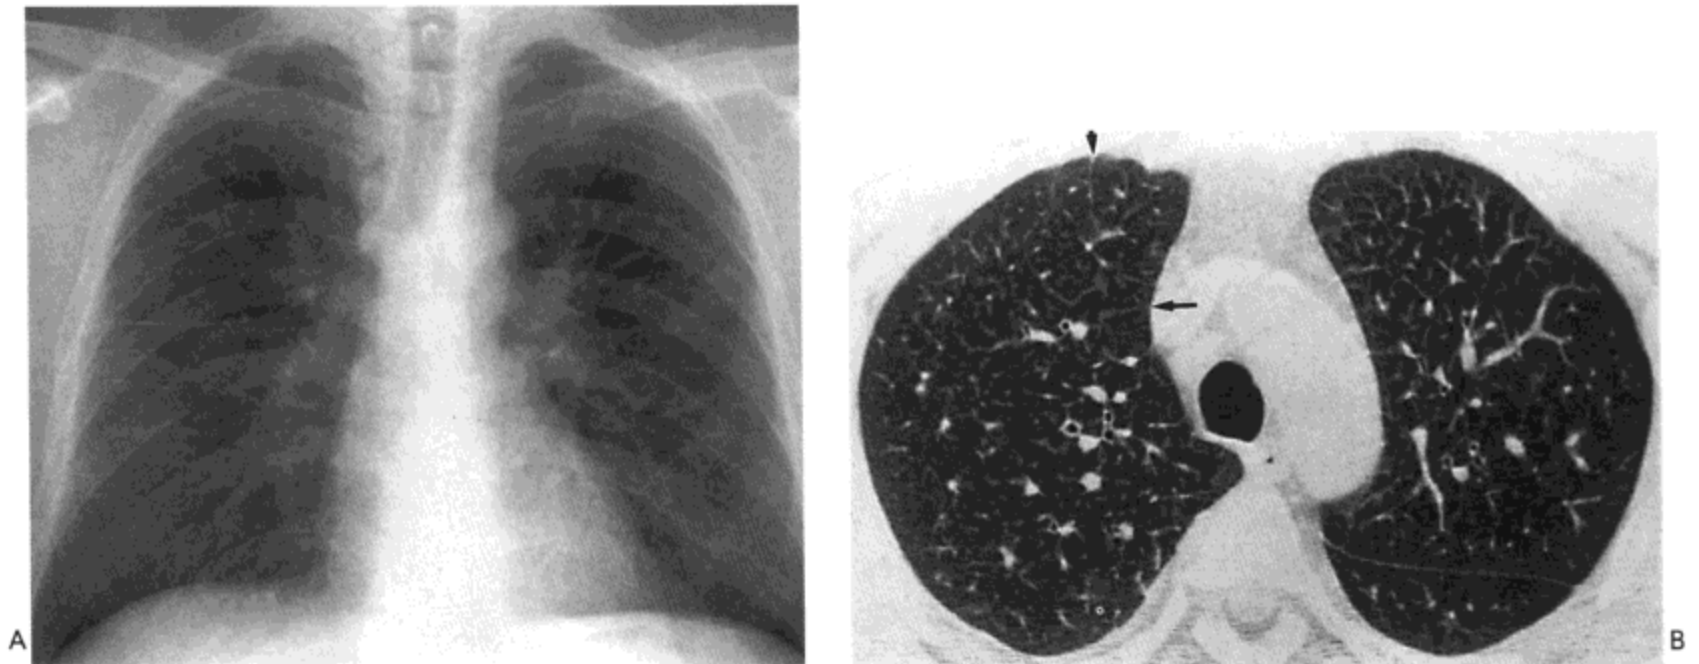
肺淋巴管癌病。A: X线胸片示右肺内轻度网状影。B: 高分辨率CT影像(1.0mm层厚)示小叶间隔(箭号)与支气管壁增厚。病人为一36岁的男性胃癌患者。
